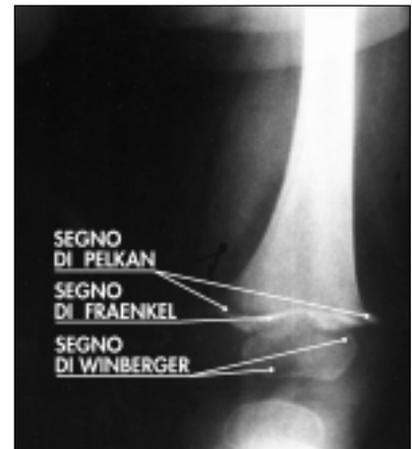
Radiografia degli arti inferiori: segno di Winberger, di Fraenkel e di Pelkan.
